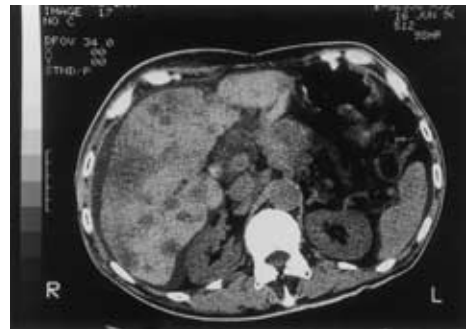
CT scan shows multiple metastasis in the both lobe of the liver.
